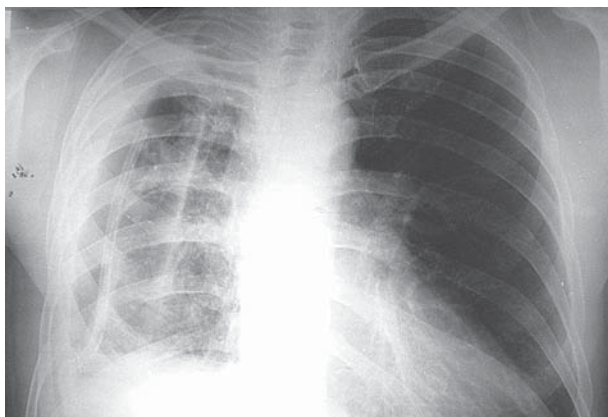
Рентгенографія органів грудної клітки (пряма проекція) після дренирування порожнини емпієми справа, задержки ексудата в плевральній порожнині немає, легке розправлено не повністю
